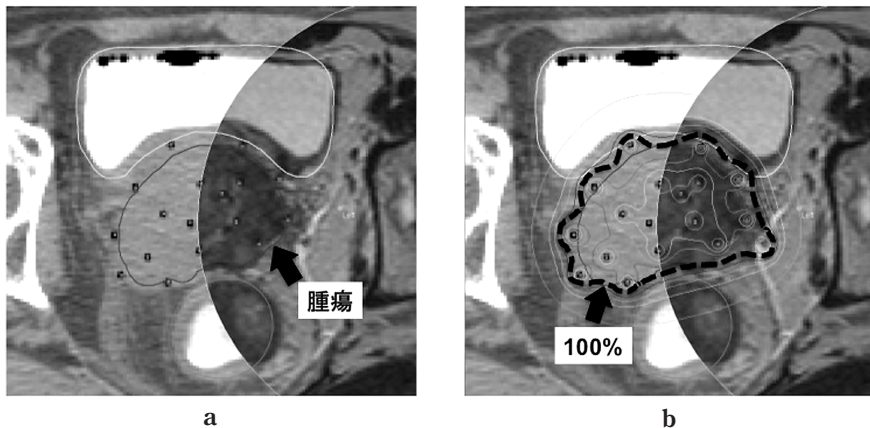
a: CT/MR fusion 画像 (円の中がMR 画像) b: 線量分布図 腫瘍が処方線量の100%で囲まれている。
